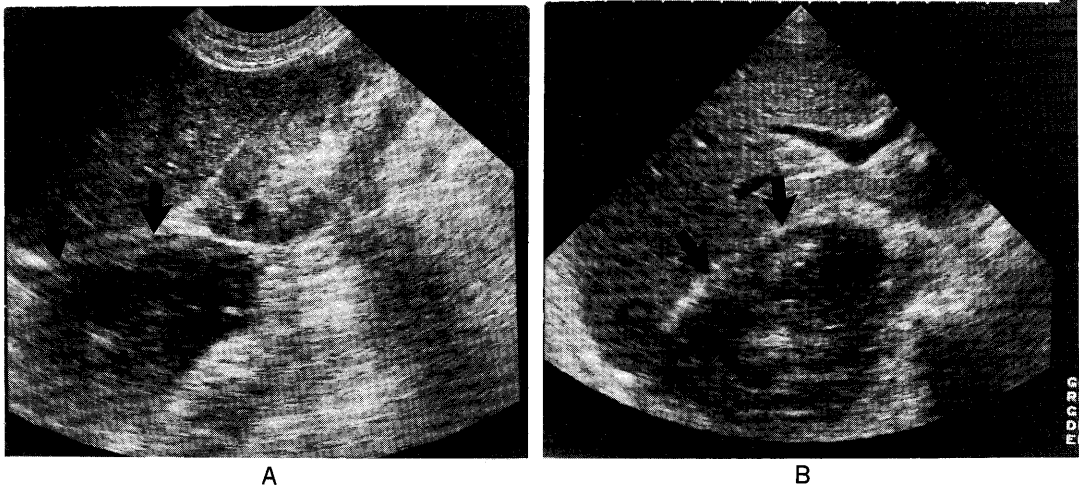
Ultrasonography shows a 7-cm solid mass in the retroperitoneum just under the right diaphragm. A: longitudinal section image. B: subcostal section image.
